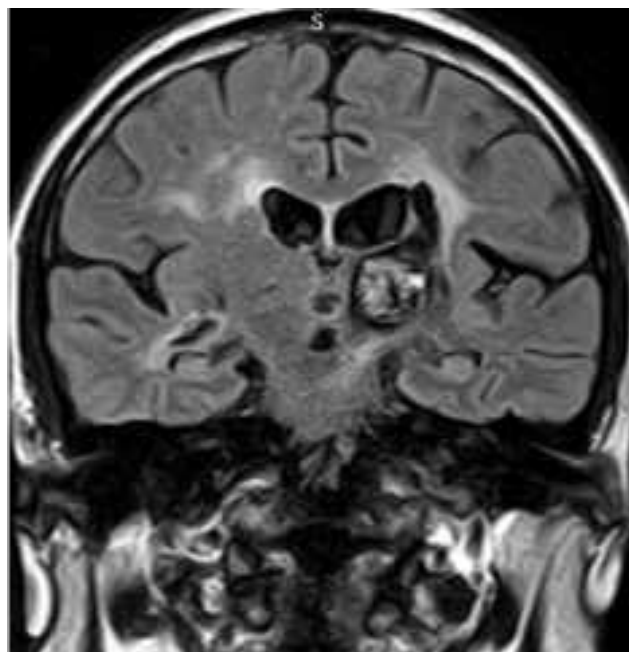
МРТ головного мозку (FLAIR, коронарний зріз). Наслідки крововиливу, який пацієнт переніс 2 роки тому назад від неї (спостереження №38, хворий Т-н, історія хвороби №489).
